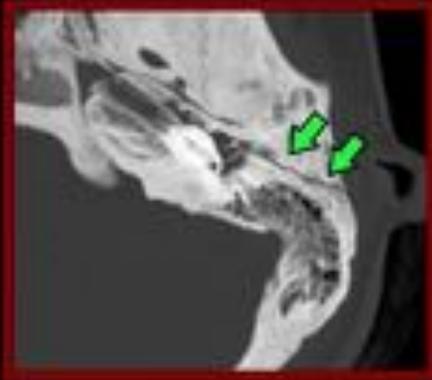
EVALUACIÓN DE CADENA OSICULAR EN TC AXIAL
